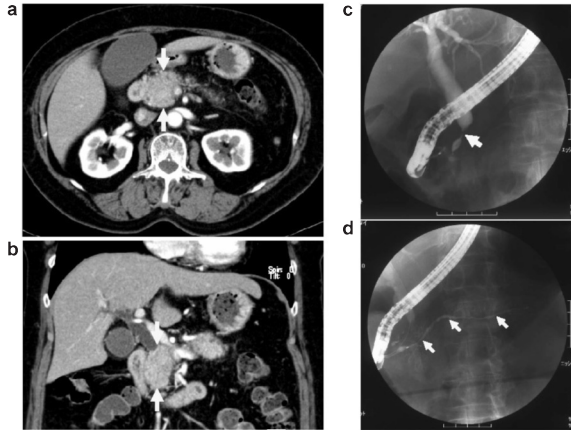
腹部造影 CT(a, b)と ERCP(c, d) (2007年12月)
